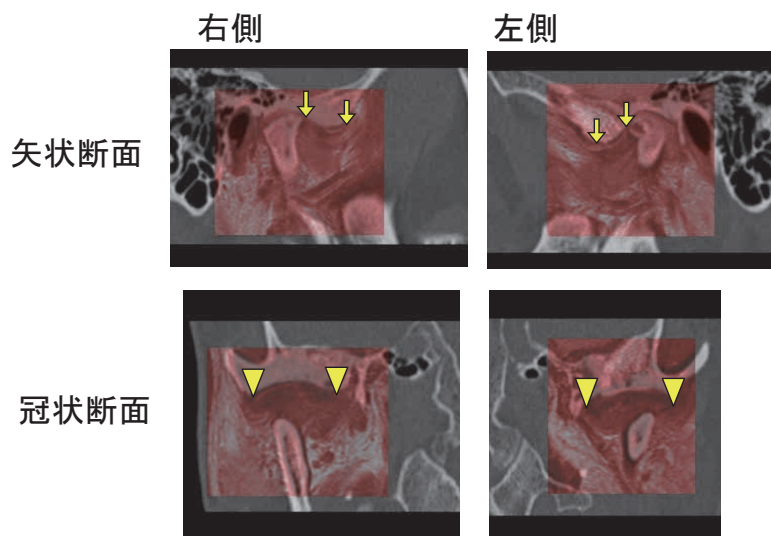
MRI と CT のフュージョン画像作成と座標計測：
